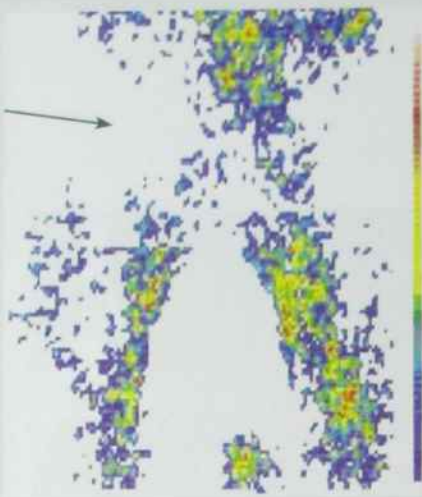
Непряма лімфосцинтиграма парааортальних і клубових лімфатичних вузлів у хворого на злоякісну пухлину правої нирки (ураження парааортальних лімфатичних вузлів справа — стрілка)
